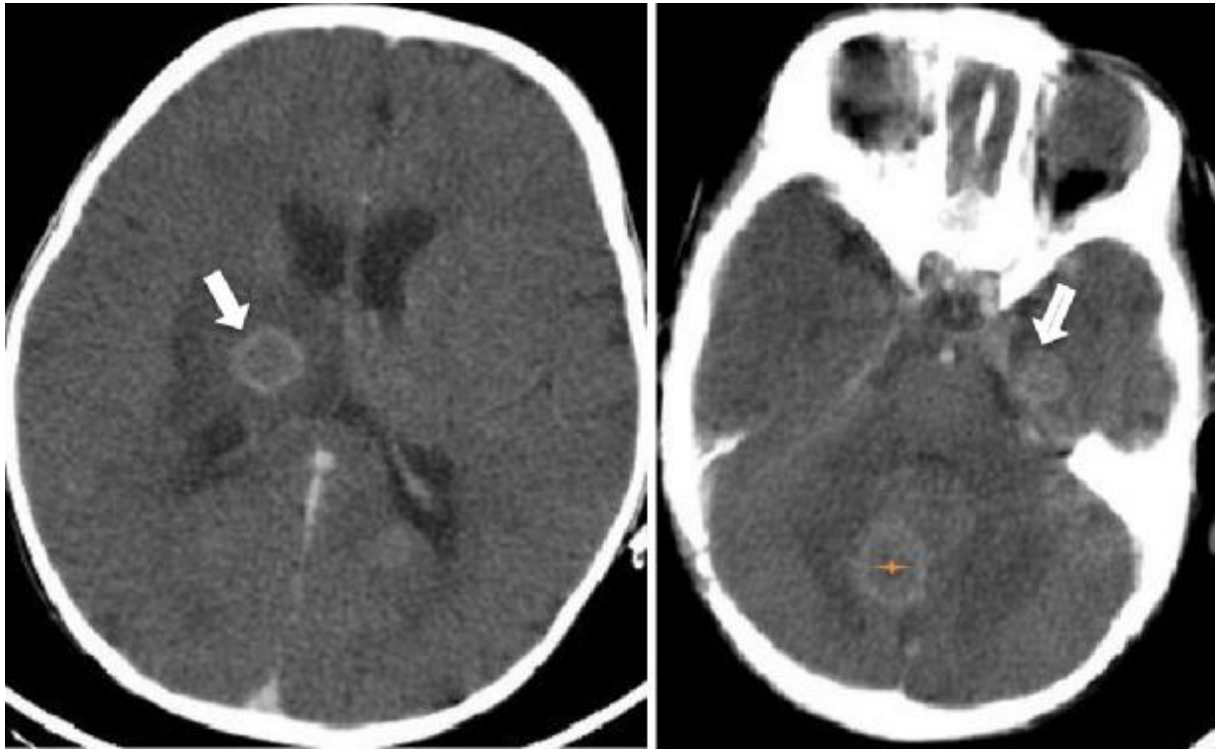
Patient âgé de 45 ans. TDM cérébrale après injection du produit de contraste mettant en évidence la présence de multiples lésions hypodenses sus (flèches) et sous-tentorielles (étoile). Ces lésions présentent un rehaussement annulaire après injection de produit de contraste et s'entourent d'un oedème d'importance variable. Il s'agit de tuberculomes sous et sus tentoriaux.
